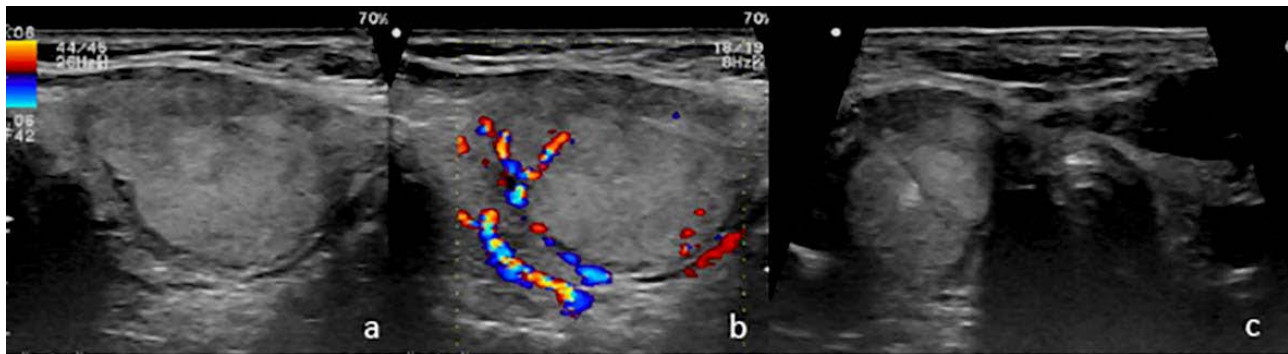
Ultrasonido tiroideo en modo B (a), Doppler color (b), biopsia guiada por ultrasonido (c), nódulo tiroideo izquierdo TI RADS 4 (25mm), neoplasia folicular en citopatología, carcinoma folicular en histopatología.
